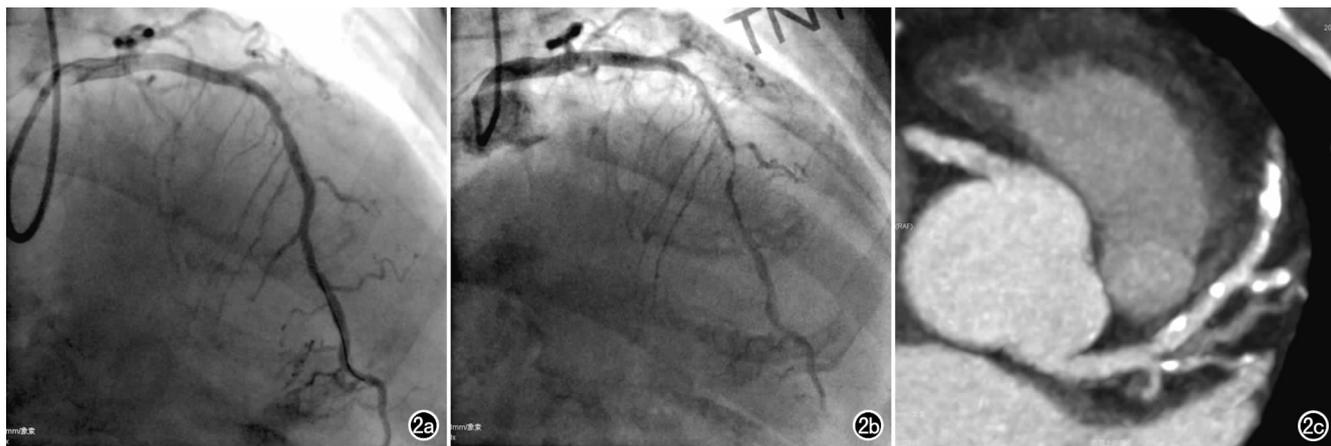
患者,男,65岁,弥漫性冠状动脉痉挛患者,反复于早晨起床时感胸痛。a) 冠状动脉造影示前降支无明显狭窄性改变; b) 行乙酰胆碱试验后可见前降支中段弥漫重度狭窄; c) 冠状动脉CT示前降支弥漫钙化斑块浸润。随访1年半,患者规律服用降脂、抗冠状动脉痉挛药物,病情稳定。
